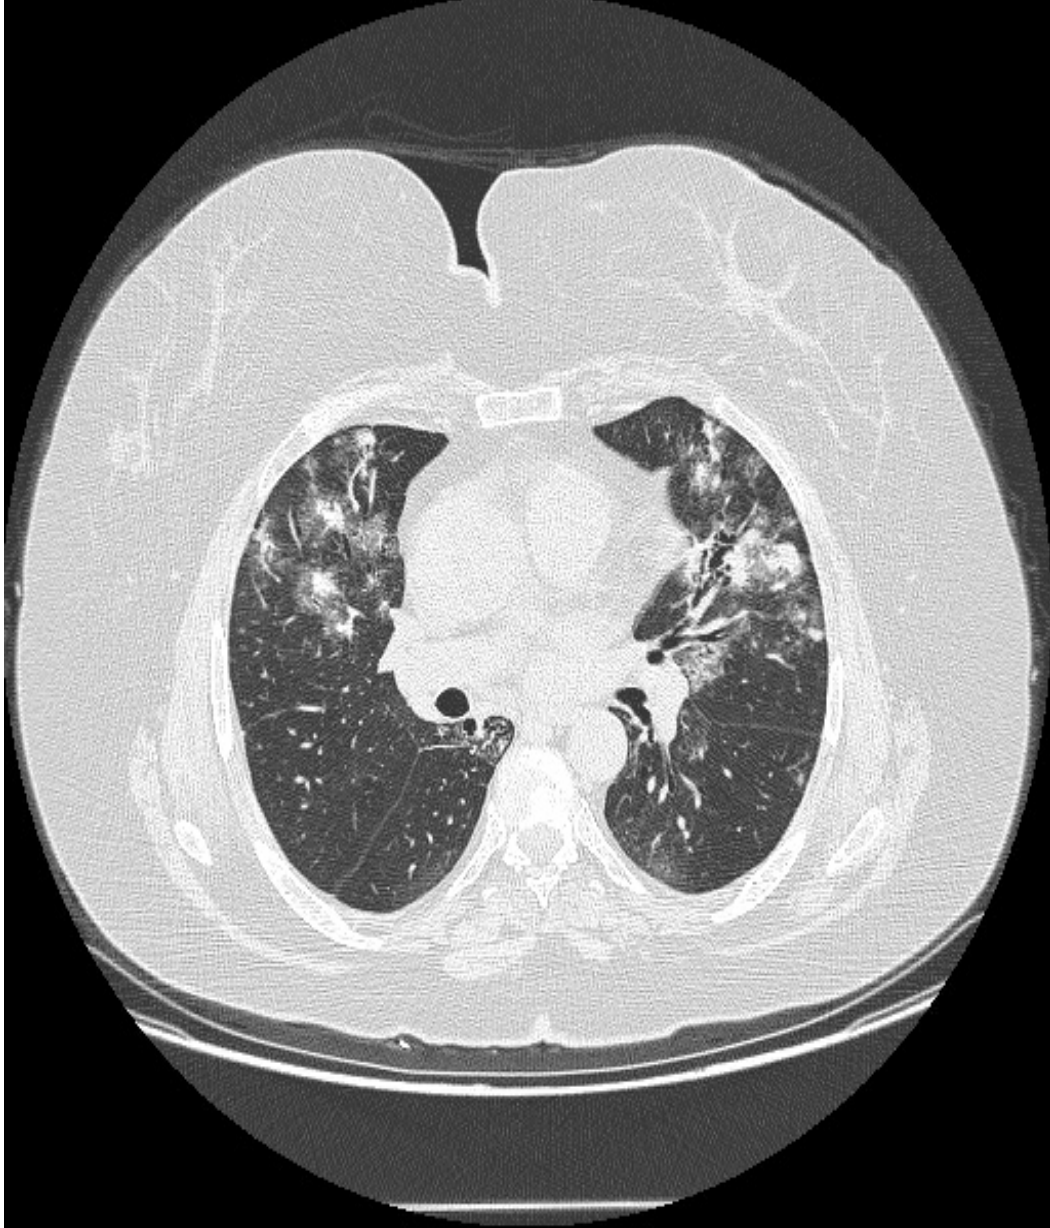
(Tracheobronchopathia Osteochondroplastica ve amiloid birlikteliği) Dicle Üniversitesinden Sayın Doç Dr. Gökhan Kırbaş'ın bir vakasına ait toraks BT kesitinde trakea duvarında irregüler kalınlaşma görülmektedir.
